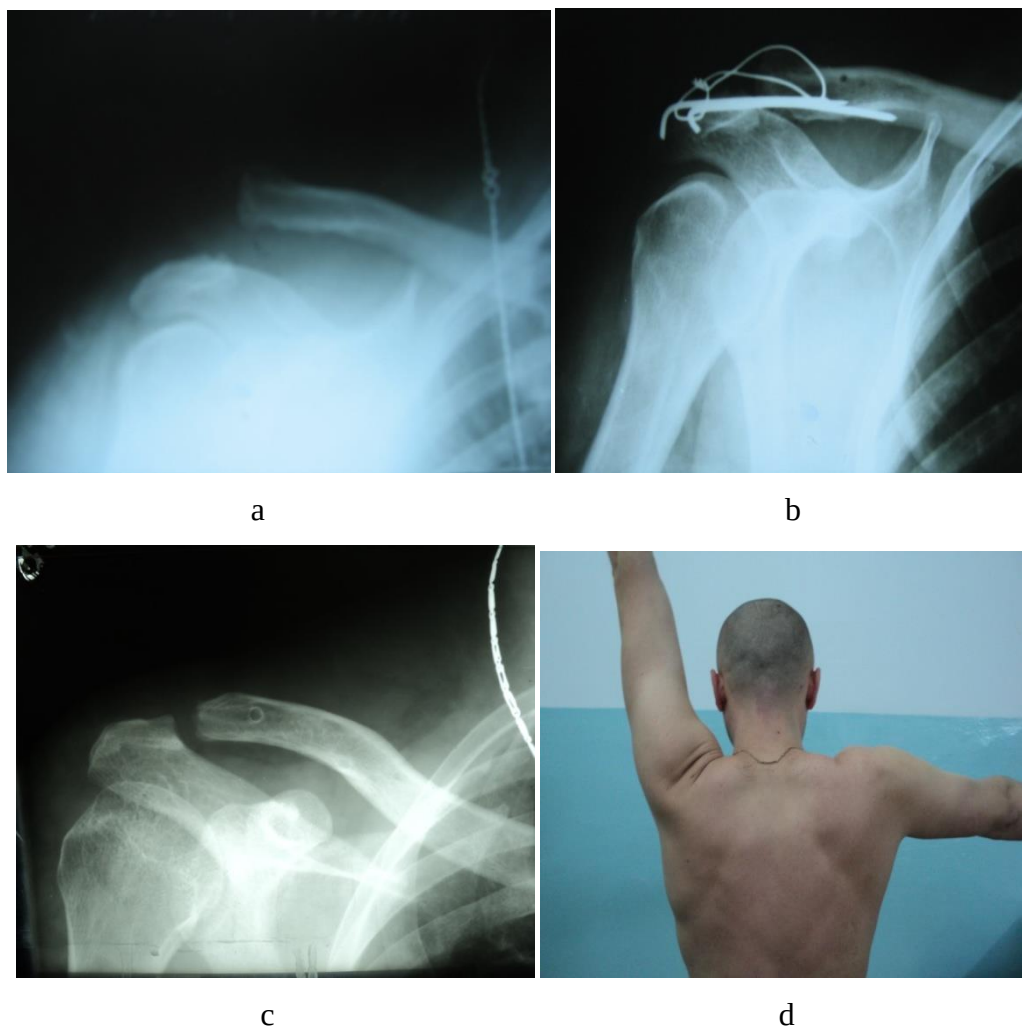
Pacientul B.: a - imaginea radiografică antero-posterioară (deplasarea claviculei cranial), b - imaginea radiografică postoperatorie, c - imaginea radiografică după înlăturarea materialului de fixare peste 10 luni, d - volumul mișcărilor – abducția 90° peste un an
